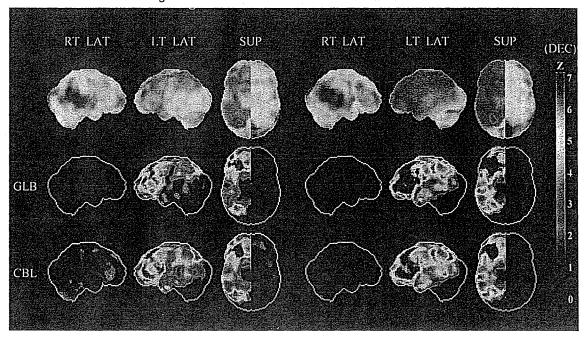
図 4-6 の症例での術前脳血流 SPECT の Z score 画像解析
